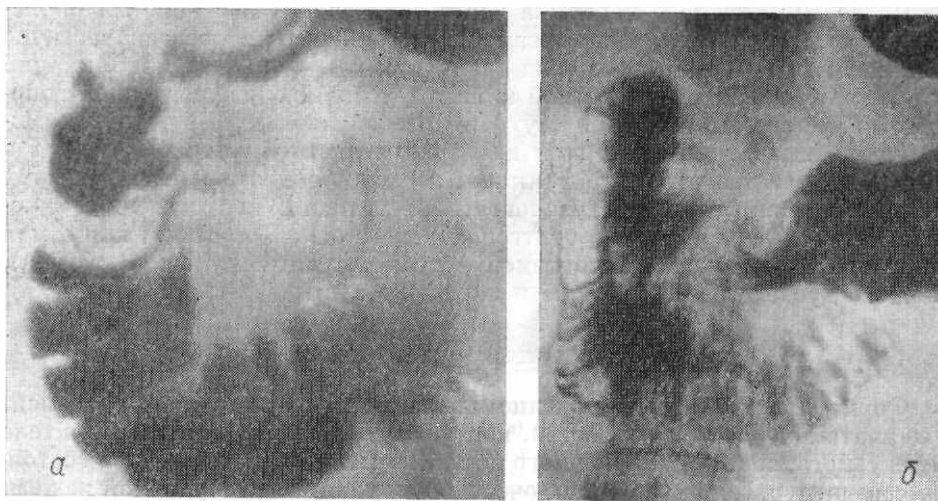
Рентгенограмма двенадцатиперстной кишки в прямой передней проекции в условиях искусственной гипотонии, а — контрастирование бариевой взвесью, б — двойное контрастирование.
